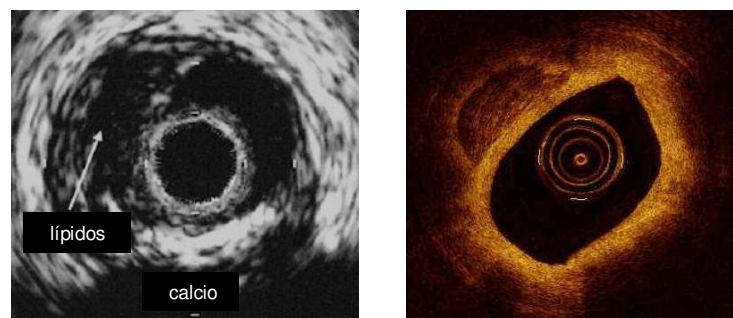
Caracterización de la placa en la ecocardiografía endovascular (izquierda) y la tomografía de coherencia óptica (derecha).
